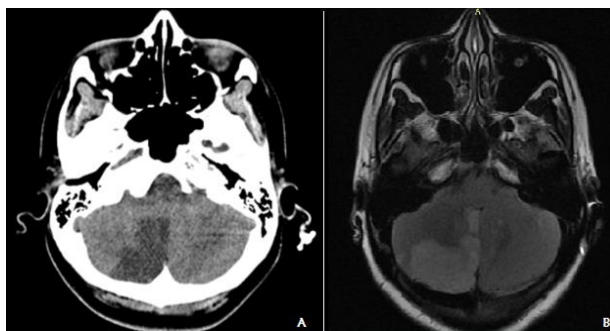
exames de imagem. A: TC de crânio. B: RNM de crânio em T2/FLAIR. Fonte: acervo pessoal.
